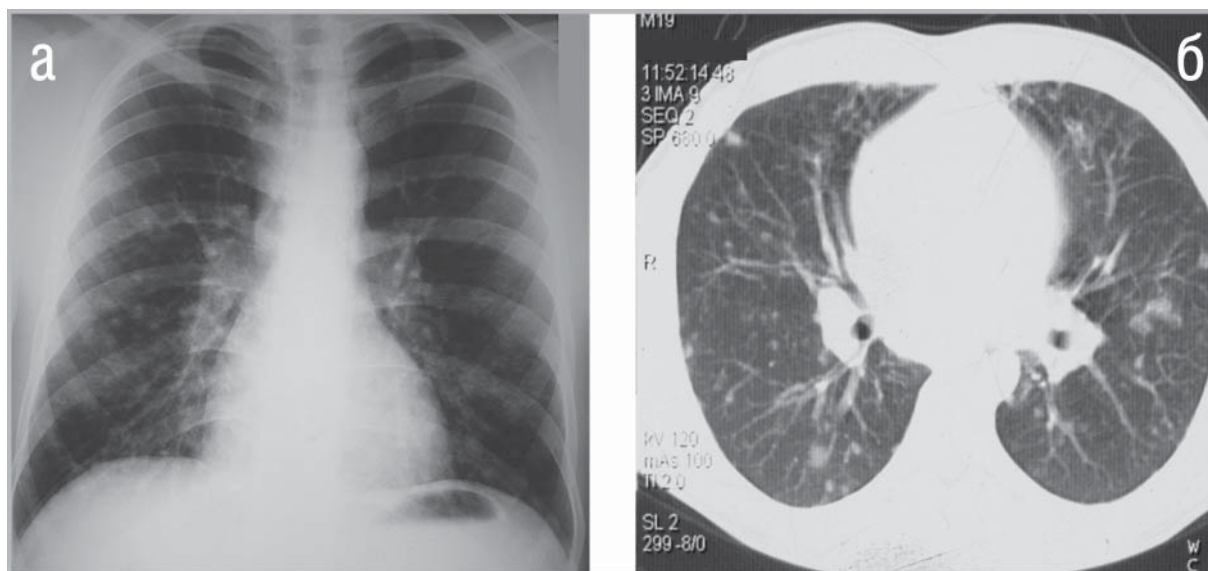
Распространенные процессы. Крупноочаговые изменения. Множественные образования округлой формы в правом легком. а – Обзорная рентгенограмма. б – РКТ. Легочное окно.*
